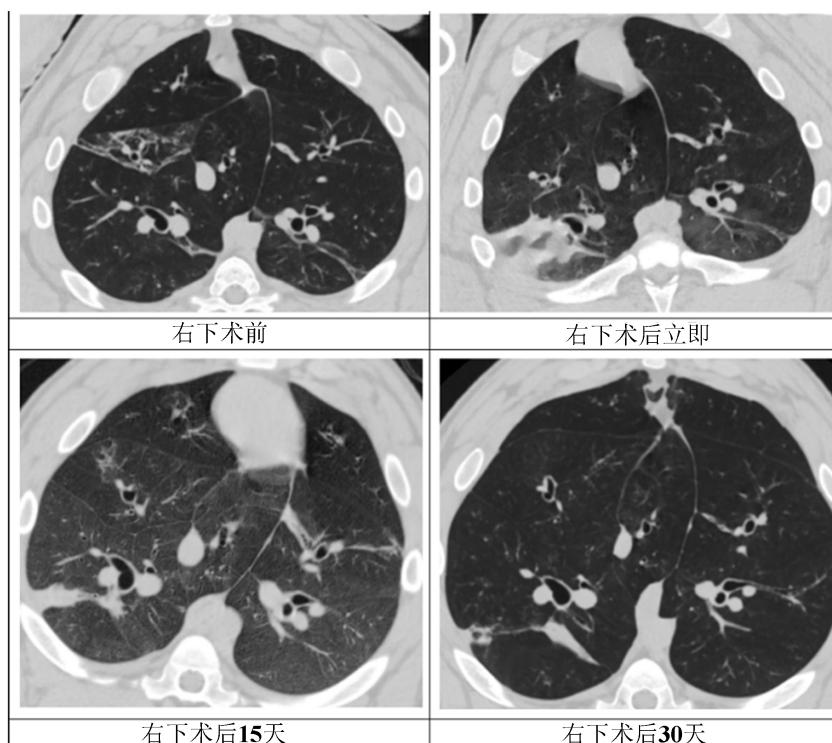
CT comparison before and after lower right surgery
